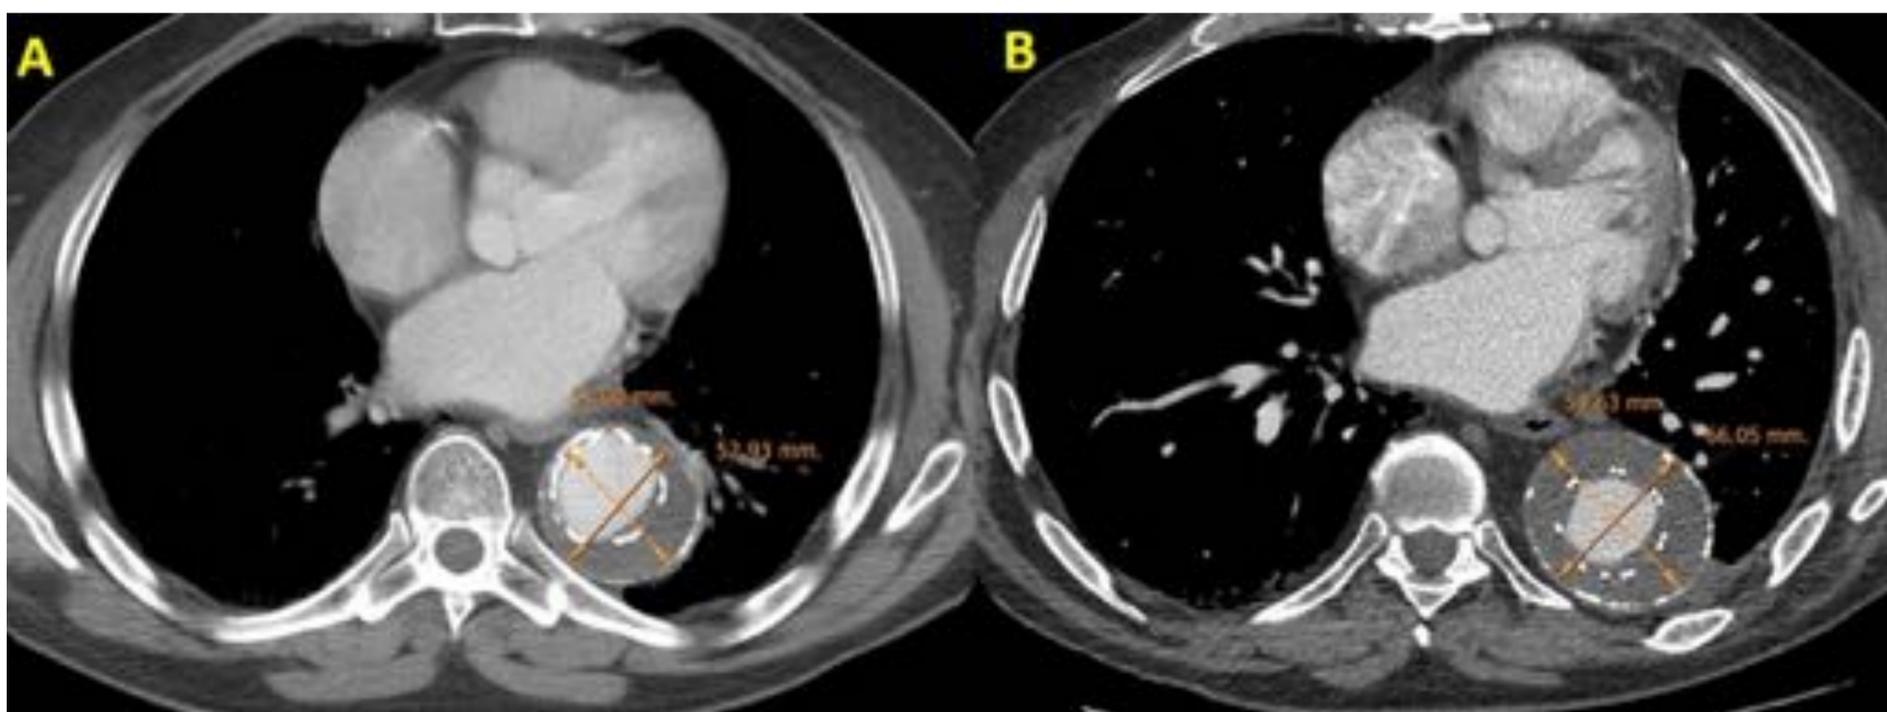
Varón de 75 tratado de forma endovascular de un aneurisma no complicado de aorta torácica descendente. Se observa un continuo crecimiento del saco aneurismático entre los controles TC del 1º mes (A 51x52,9 mm) y el segundo año (B 59,6x66 mm) postratamiento. En ausencia de extravasación de contraste, estamos ante una endofuga tipo V.
